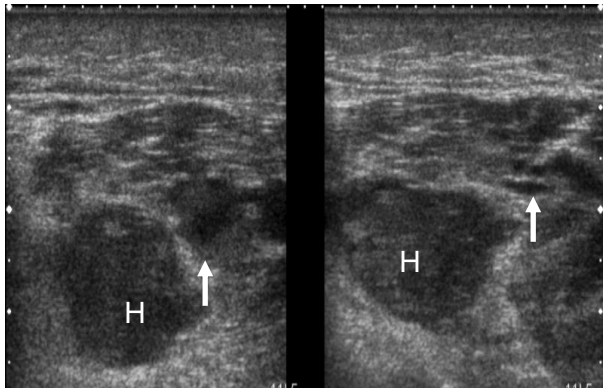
Hematoma intramuscular con venas permeables. Ecografía modo B, pantorrilla, plano axial. Izquierda: hematoma intramuscular (H), vena con luz discretamente hiperecogénica adyacente (flecha). Derecha: Con compresión persiste el hematoma (H), y se observa coaptabilidad de la vena adyacente permeable (flecha).
